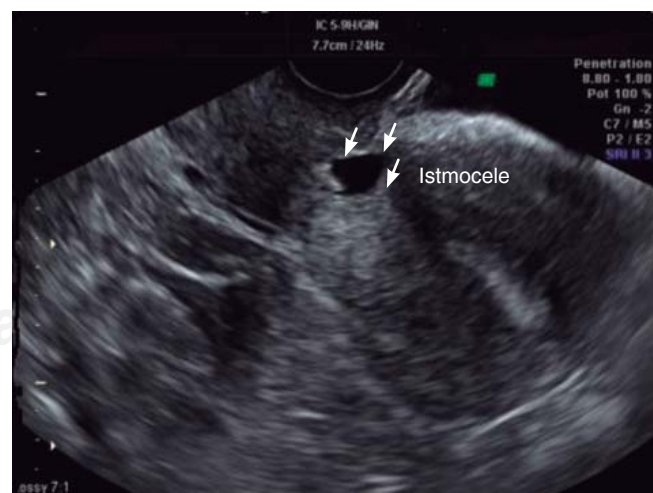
Ultrasonido ginecológico donde se muestra a nivel del istmo uterino colección triangular econegativa.
